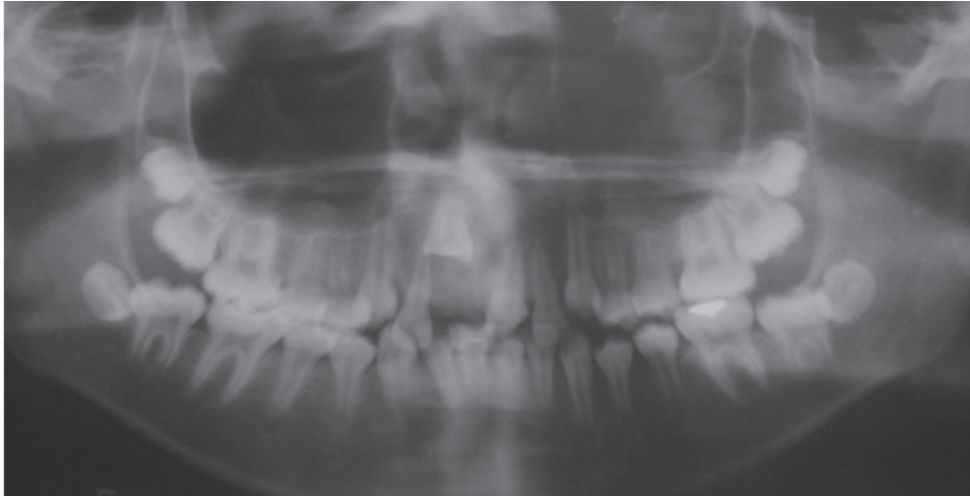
Radiografia panorâmica dos maxilares. Observar a intrusão do dente 11.
